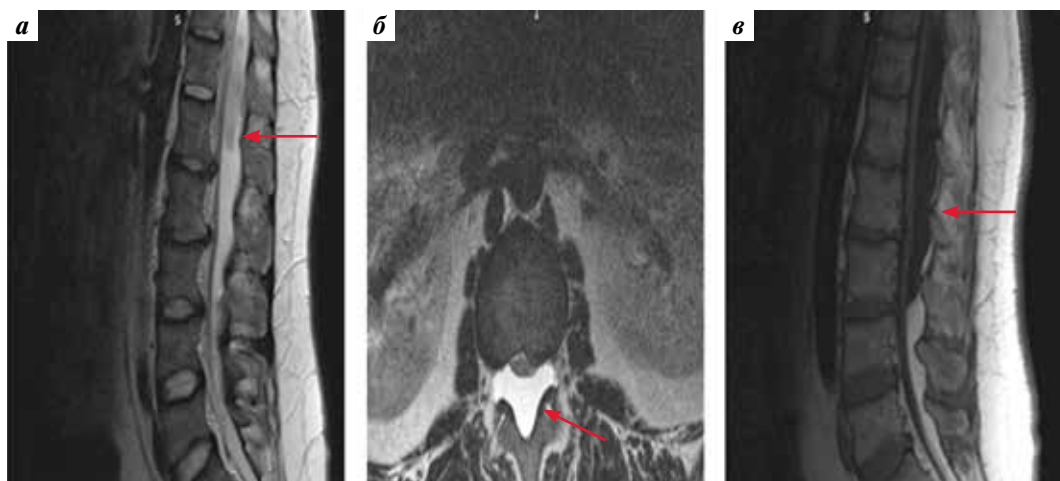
Обзорная МРТ нижнего грудного и поясничного отделов позвоночника (T2 ВИ) пациента с эпидуральной арахноидальной кистой (стрелка) на уровне позвонков Th11–L3. Проекции (T2 ВИ): а – сагиттальная; б – аксиальная; в – сагиттальная T1 ВИ
